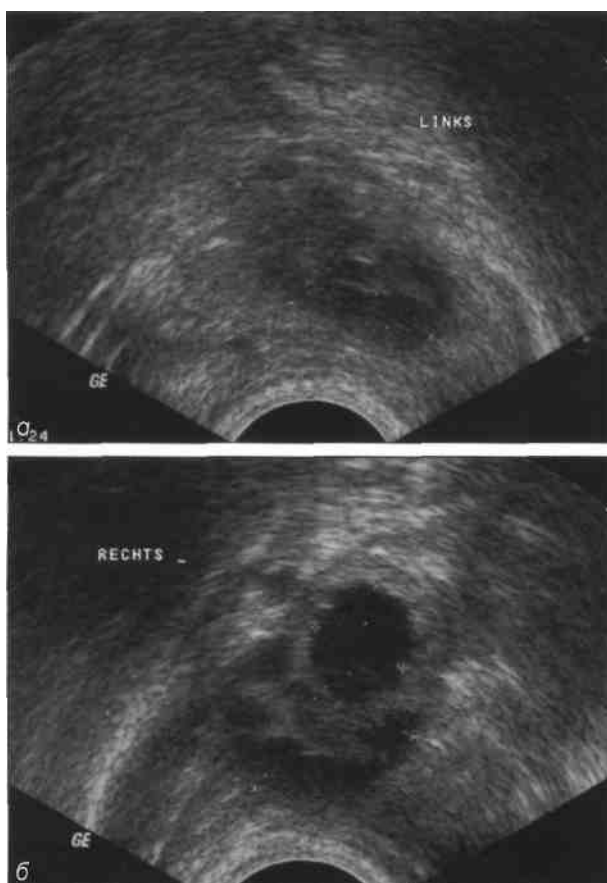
Сонограмма, полученная при ректальном УЗИ. Видны оба яичника, а - левый яичник; б - правый яичник, содержащий фолликул размером 11 x 14 мм.
